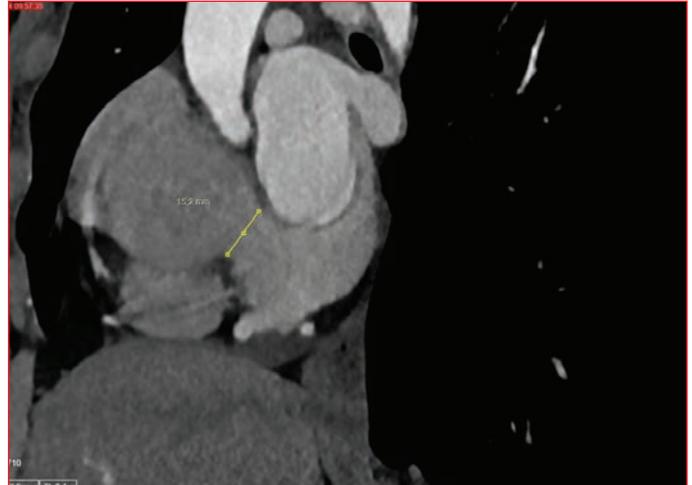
Cardiac computed tomographic angiography: Cardiac tomographic angiography image shows that the enlarged coronary sinus opens into the left atrium.
